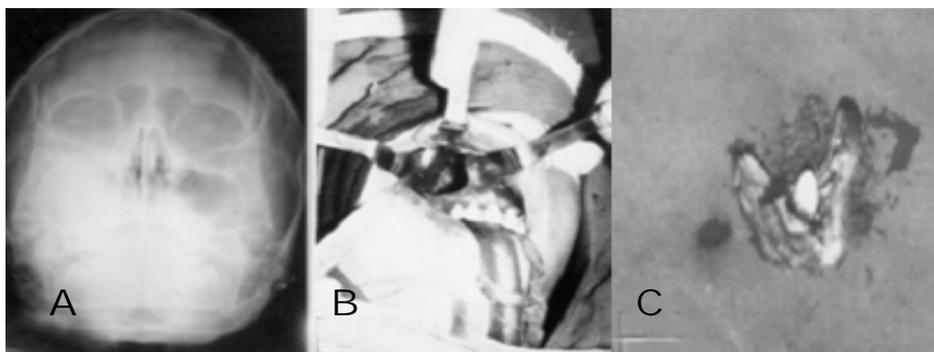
A) Radiografía que muestra opacidad densa en seno maxilar derecho; B) Vista durante el período peroperatorio del seno una vez enucleado el tumor; C) Corte macroscópico de la lesión (nótese el diente incluido).
